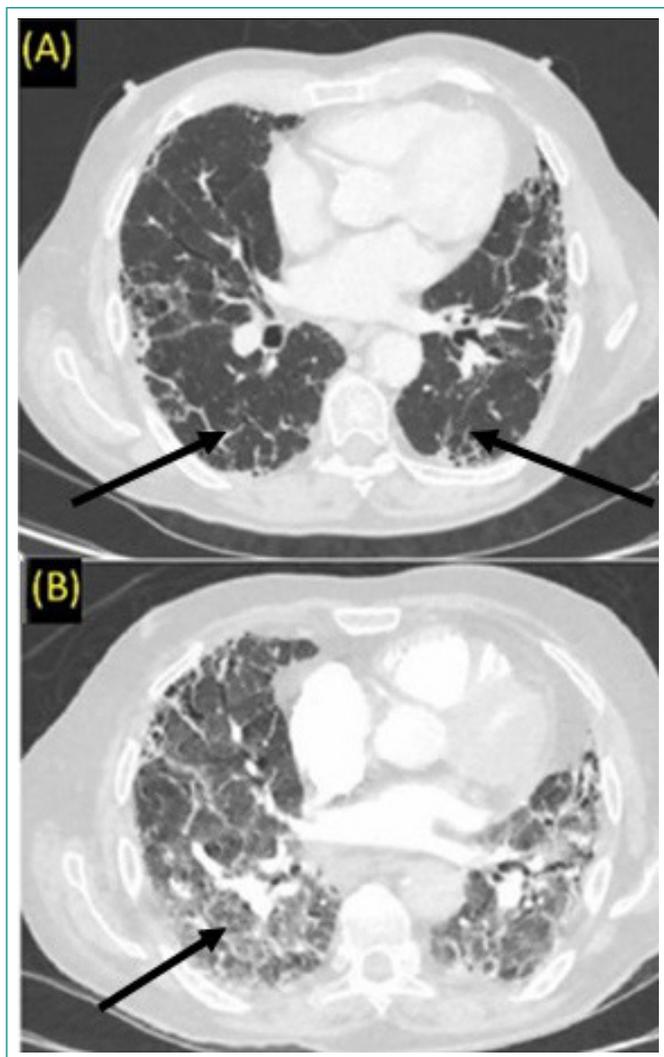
(A) TAC pulmonar previo al inicio del tratamiento. (B) Angio-TAC torácico al ingreso.
